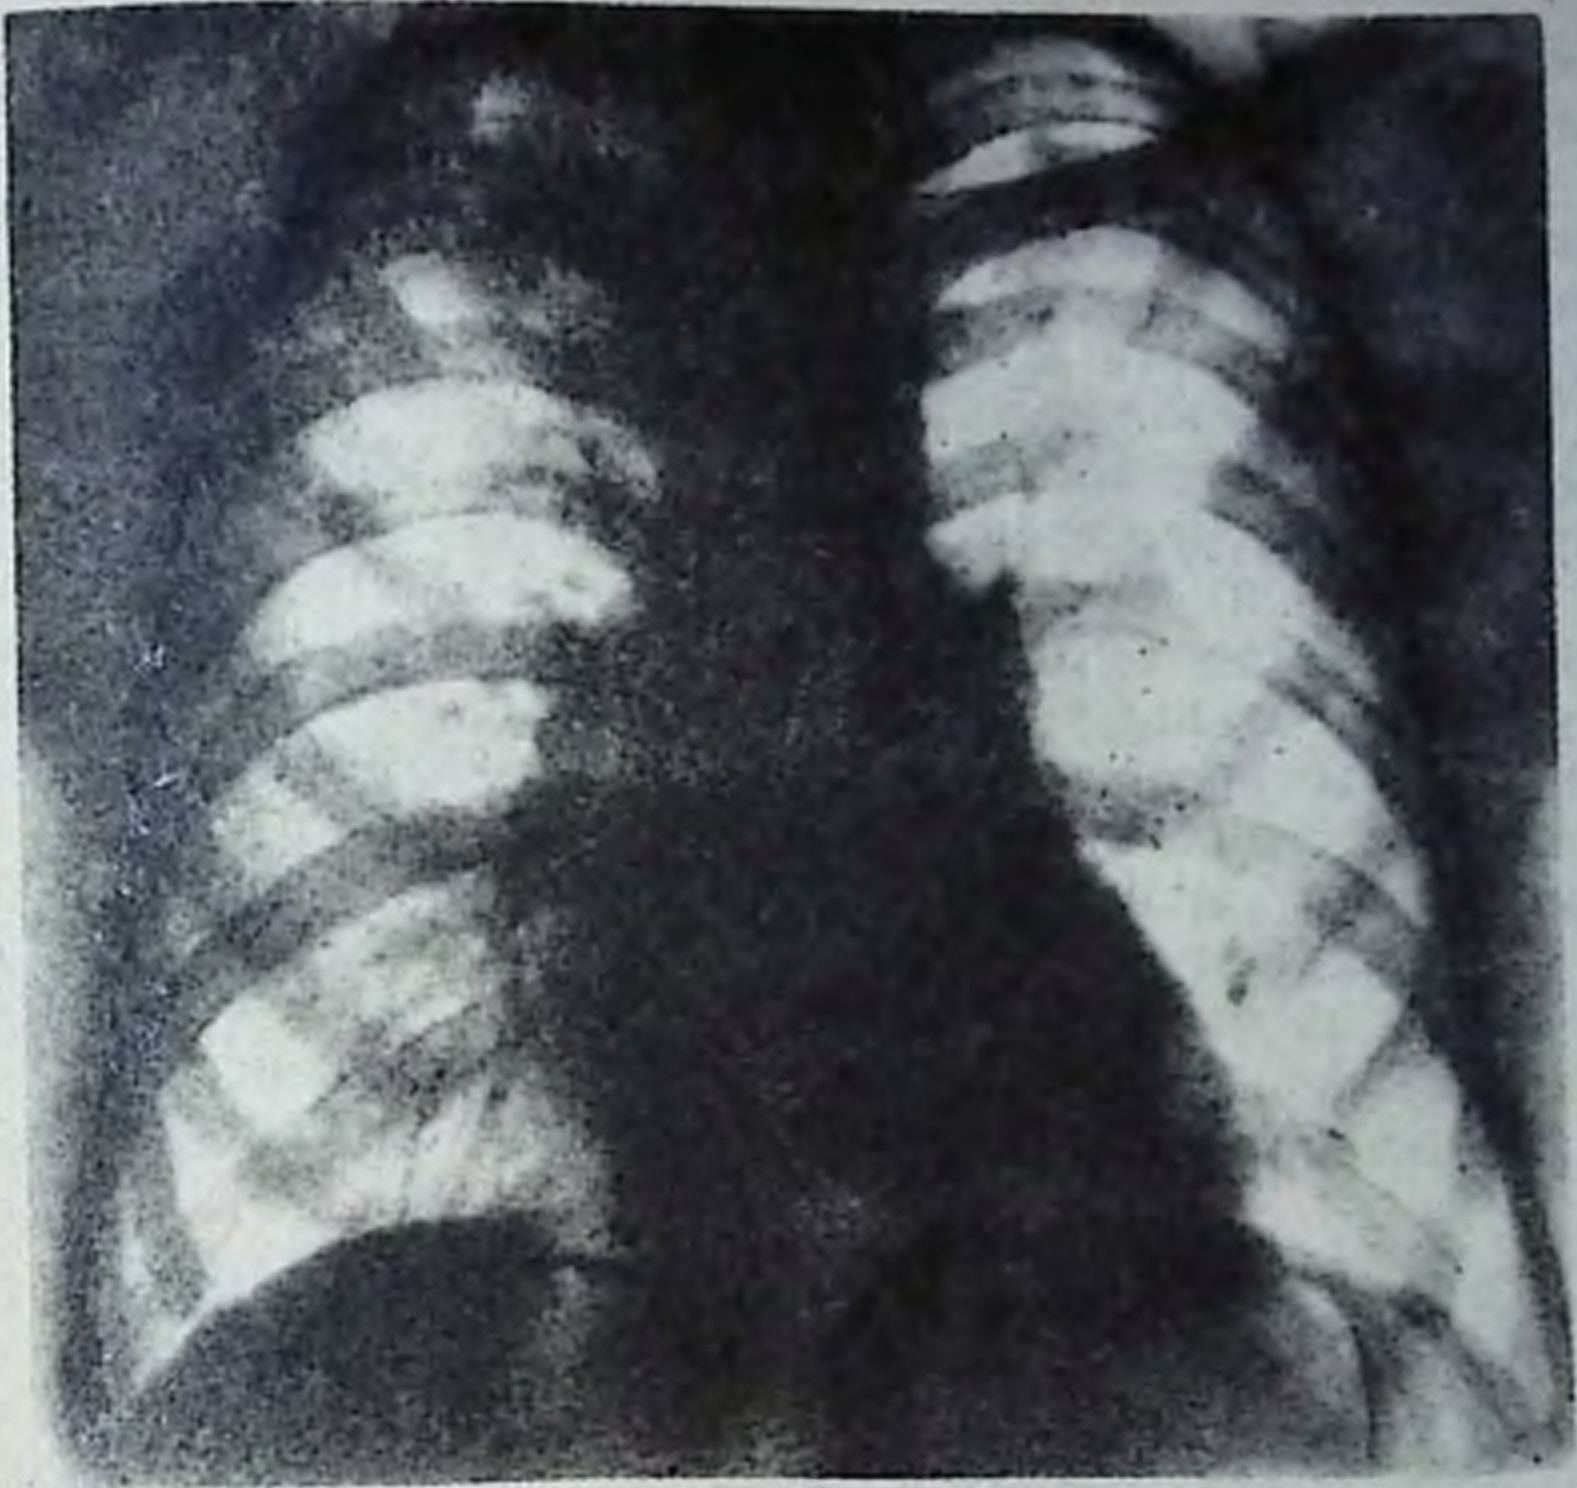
Рентгенограмма грудной клетки в прямой проекции. Легочные поля без патологических тенеобразований. Сердце овоидной формы, нормальной конфигурации.
